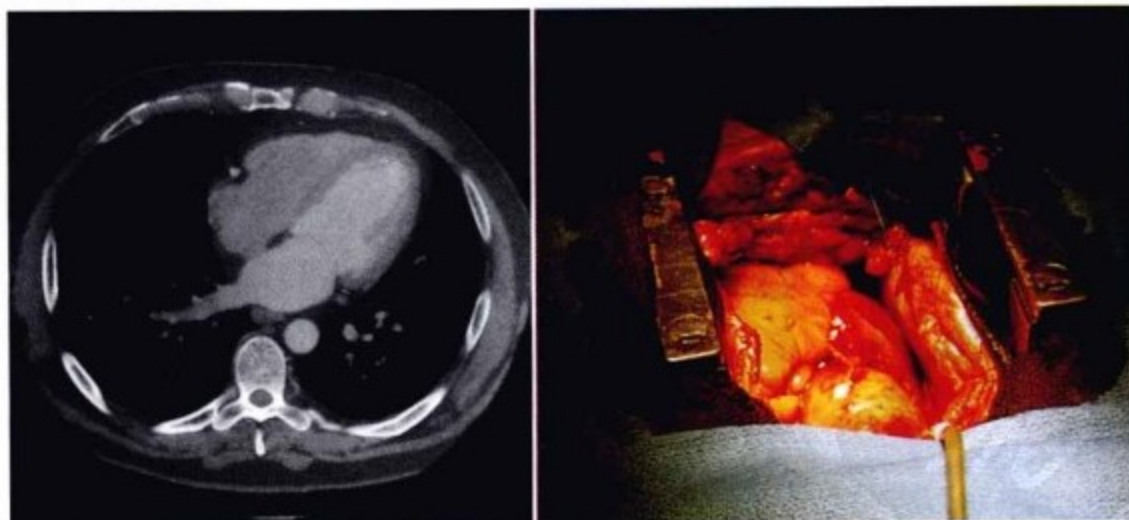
胸主动脉术后。左图,术前增强胸部 CT 扫描。由于心外膜脂肪的存在,侧壁心包层得以识别,尤其在右室游离壁和房室沟处,左室游离壁心包不易显示。测量心包厚度1~3mm。右图,心包切开显示其厚度和大体观察完全正常;仅在缝合处有轻度增厚,厚度不超过1mm。
